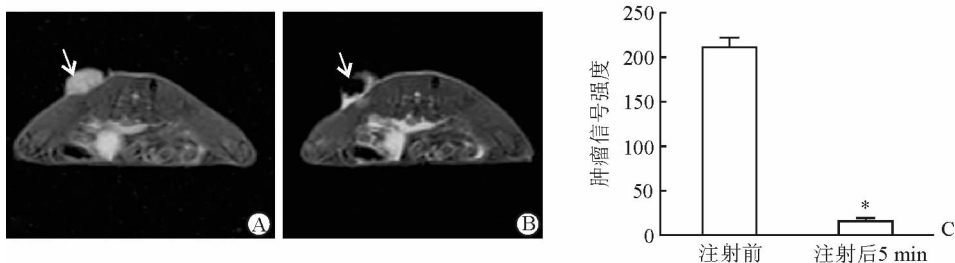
瘤内注射 MSN-LIPO 增强恶性胶质母细胞瘤 MRI T<sub>2</sub> 加权像及信号值
